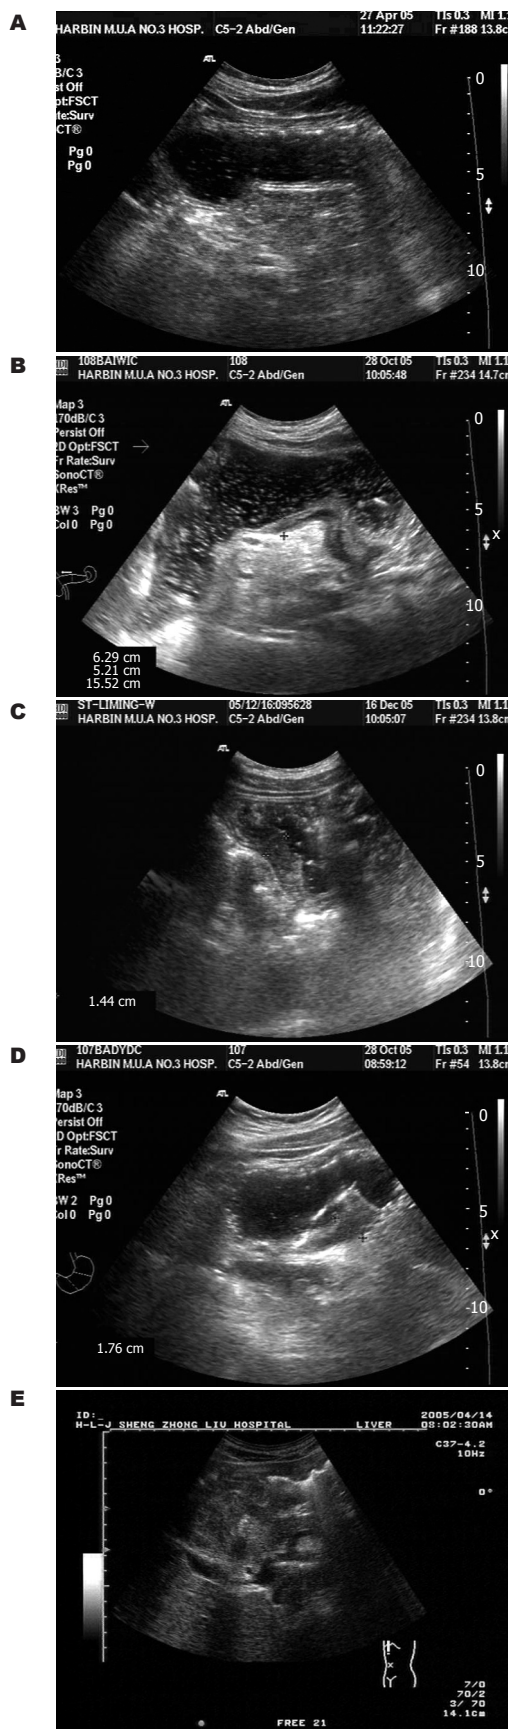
胃癌体表超声诊断。A: 正常胃壁; B: 侵入黏膜层或黏膜下层1-3层结构破坏; C: 侵入肌层或浆膜下1-4层结构破坏; D: 肿瘤穿透浆膜层1-5层结构完全破坏; E: 突出浆膜层高回声带侵入胰腺并与之分界不清。
